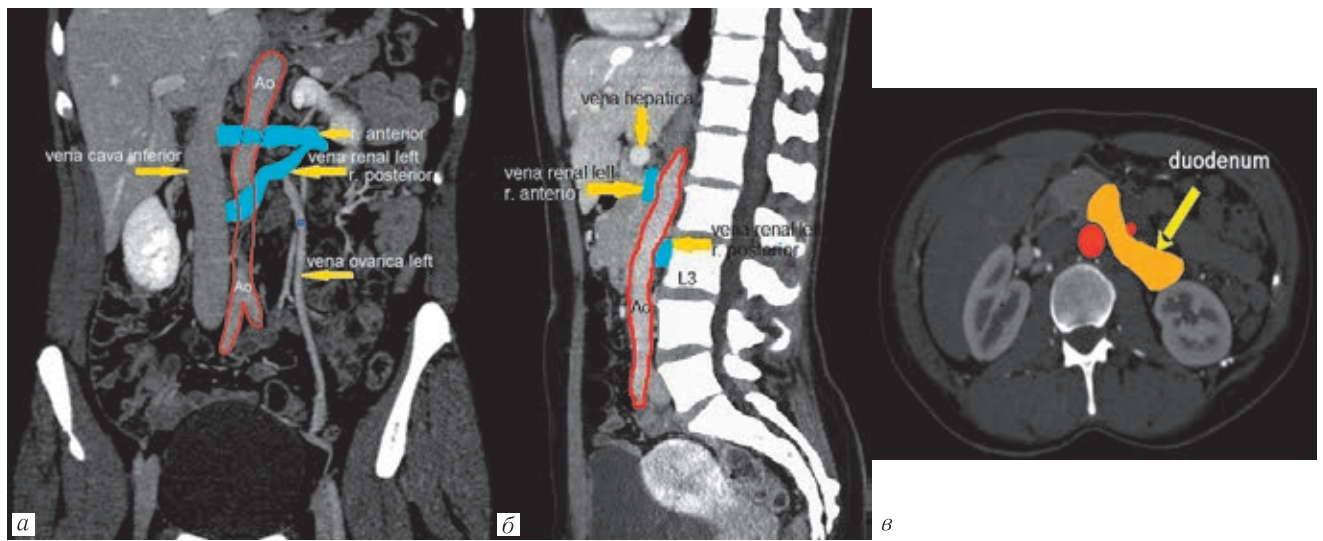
Артериовенозный конфликт верхнего уровня: *а, б* — на основании КТ-ангиографии (аксиальная, кососагиттальная, сагиттальная проекции) — аортоverteбральная венозная компрессия (задний синдром орехокола), приведшая к дилатации яичниковой вены; *в* — объемный рендеринг — дилатация яичниковой вены.
